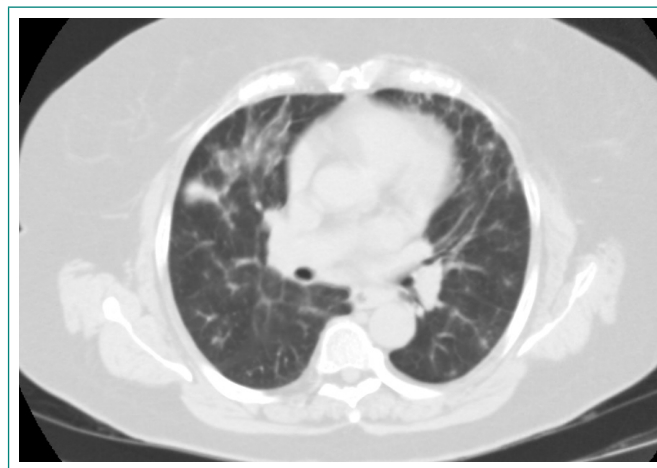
TC torácica tras 10 días sin amiodarona
